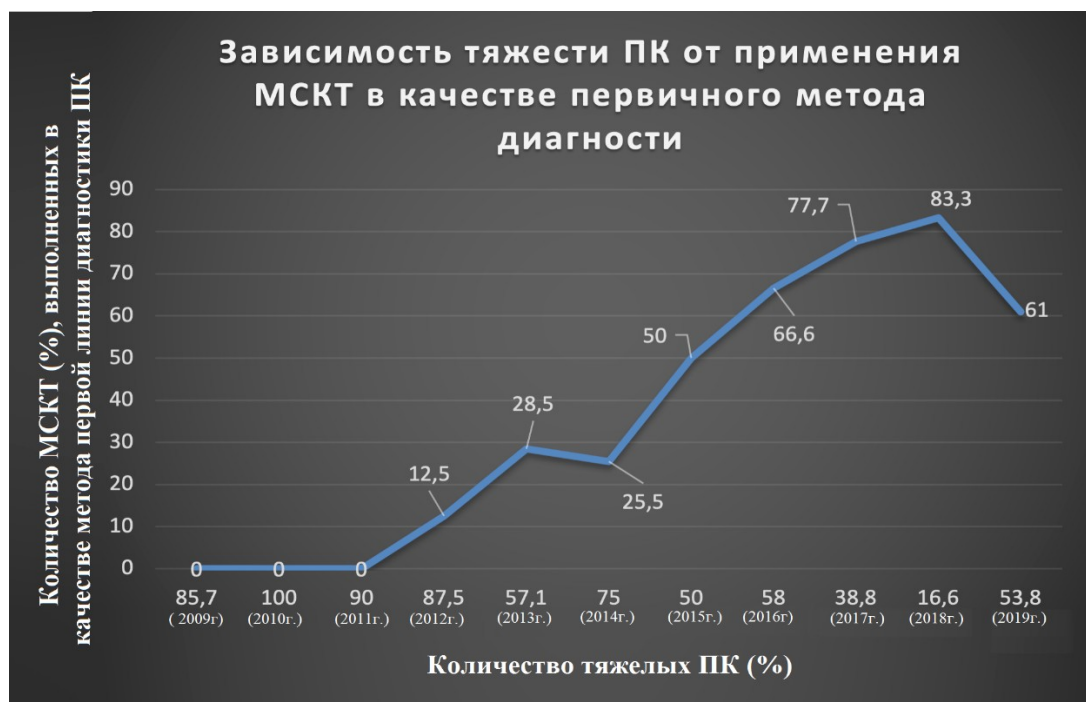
Зависимость тяжести ПК от применения МСКТ в качестве первичного метода диагностики
